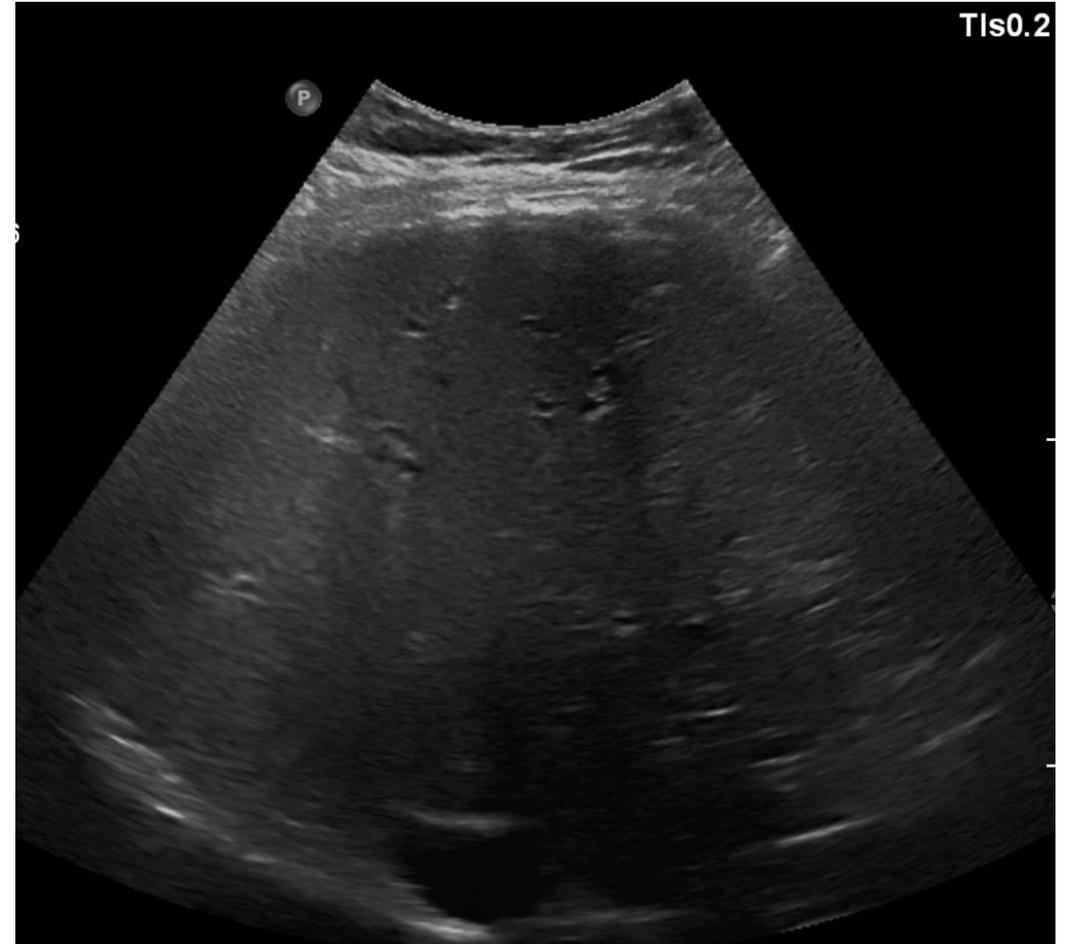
Ecografía abdómino-pélvica. Leve dilatación biliar intrahepática bilobar
